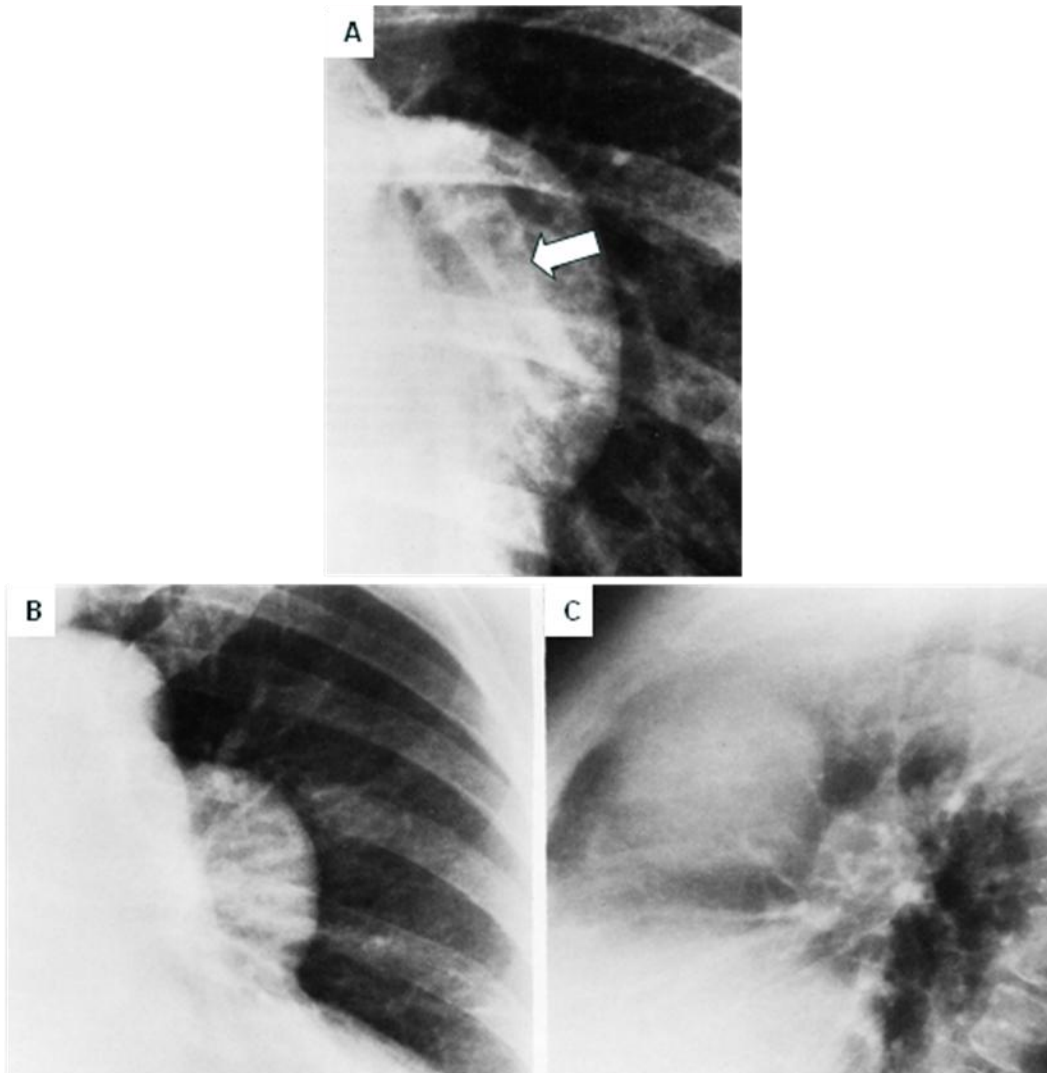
86. A. Radiografía frontal de tórax, timoma quístico en el mediastino anterior que se sobrepone a la arteria pulmonar principal izquierda y es claramente visible dentro de los márgenes de la masa (flecha). B. Masa del mediastino anterior, la radiografía frontal muestra el hilio pulmonar izquierdo visible a través de la masa. La proyección lateral (C) muestra la masa en el mediastino anterior.
